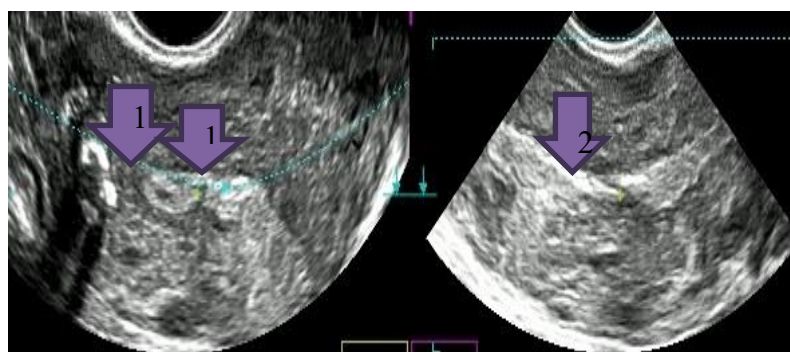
ГПЭ (1) на фоне синехий (2), 3D-УЗИ.
